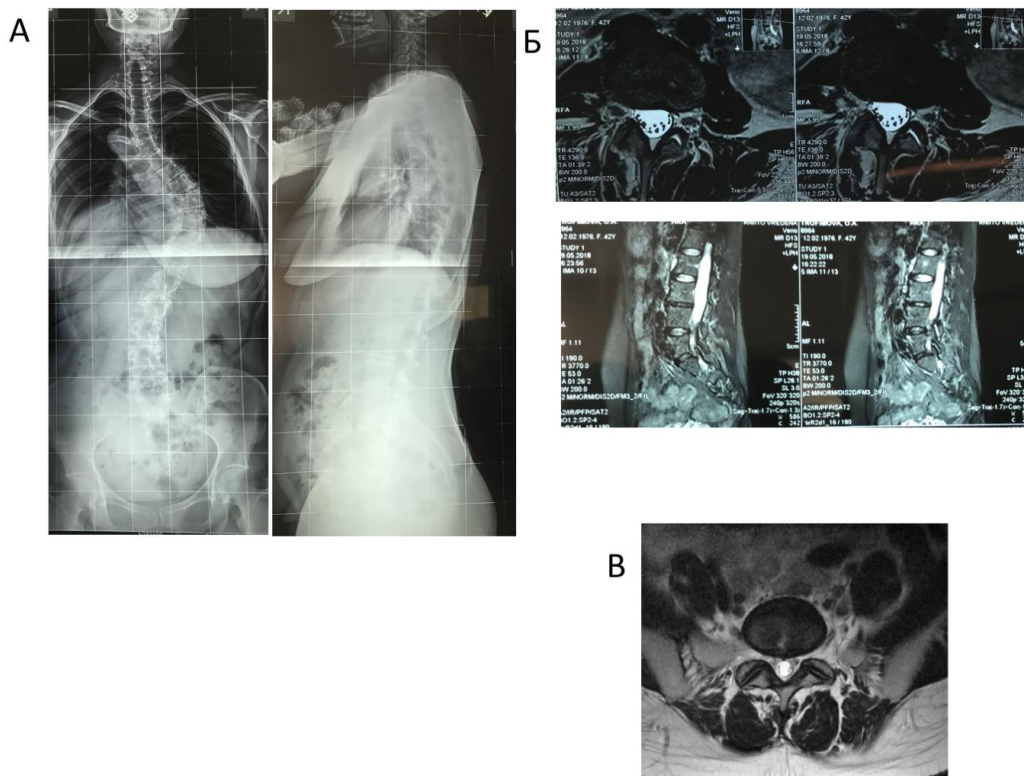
Пациентка Т., 35 лет. А – телерентгенограмма позвоночника в прямой и боковой проекциях сколиотическая деформация; Б – МРТ поясничного отдела, стеноз позвоночного канала; В – МРТ после изолированной декомпрессии
